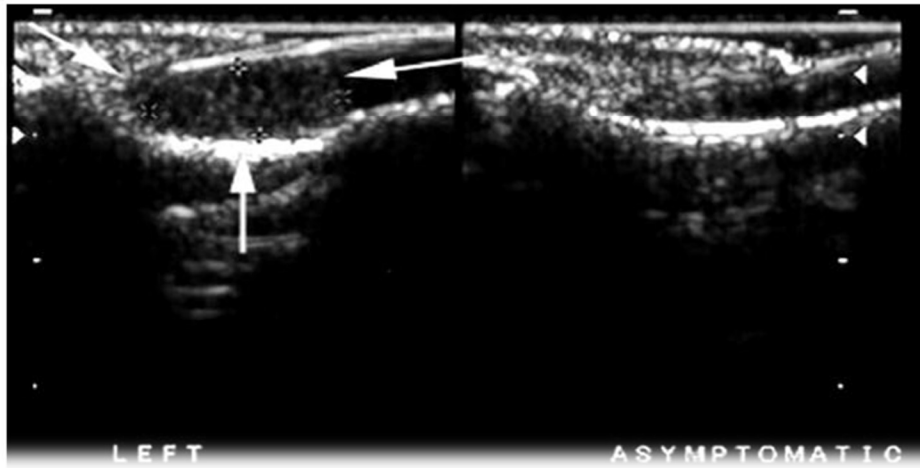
aspect échographique de TCGGT
